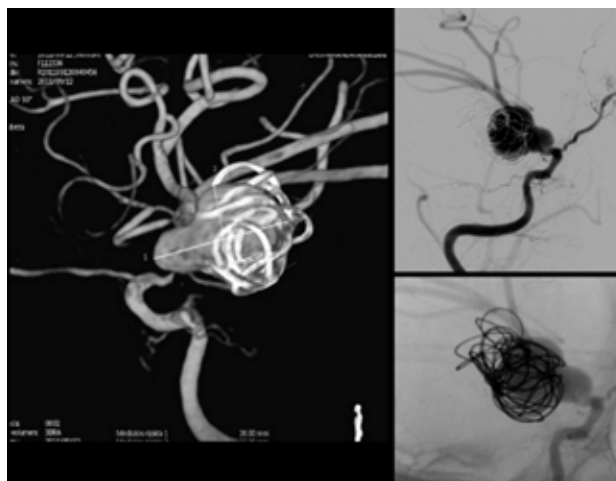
Paciente niño de 9 años de edad. Angio-TAC y angiografía digital. Aneurisma gigante carotídeo post-traumático totalmente permeable post-embolización, se observan los coils por fuera de la pared de la malformación.
